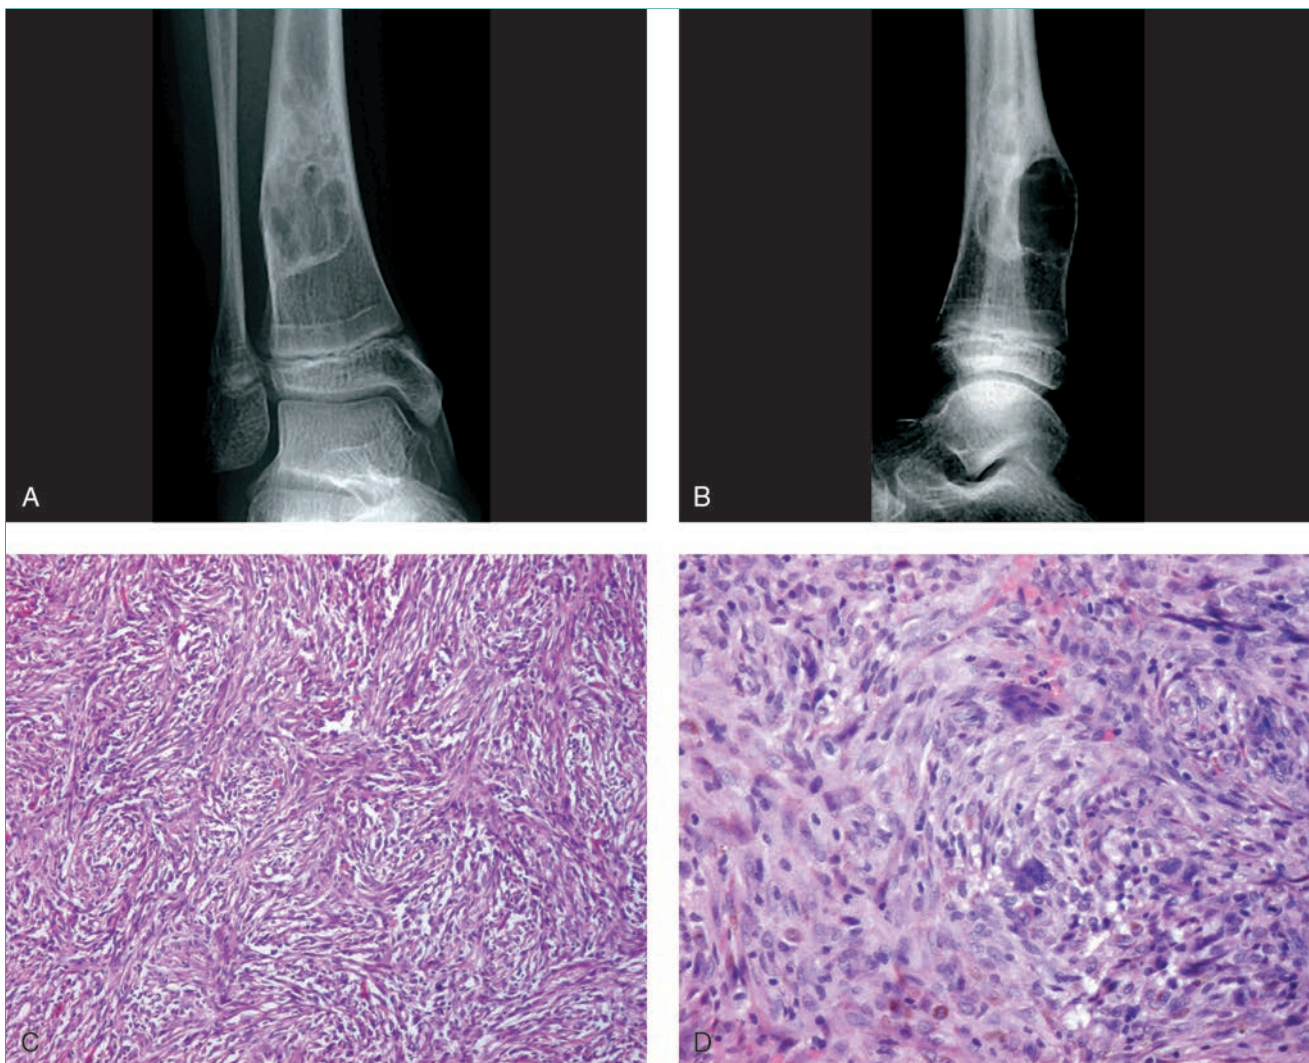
Fibroma no osificante. Las radiografías anteroposterior (A) lateral (B) de la tibia distal de un niño de 11 años ponen de manifiesto un fibroma no osificante que ha consolidado después de una fractura patológica con desplazamiento mínimo. Es una lesión excéntrica, festoneada, con un borde esclerótico. En la región anterior, la lesión contiene hueso. C, Imagen microscópica de un fibroma no osificante. Pueden verse bandas de fibras de colágeno y fibroblastos a lo largo de la lesión. D, Una imagen con más aumento de la misma muestra de C pone de relieve la presencia de células gigantes multinucleadas y de histiocitos con hemosiderina que son característicos de un fibroma no osificante. (C y D reproducidas con autorización de de Pitcher JD Jr, Weber KL: Benign fibrous and histiocytic lesions, en Schwartz HS, ed: *Orthopaedic Knowledge Update: Musculoskeletal Tumors*, ed 2. Rosemont, IL, American Academy of Orthopaedic Surgeons, 2007, p 122).
